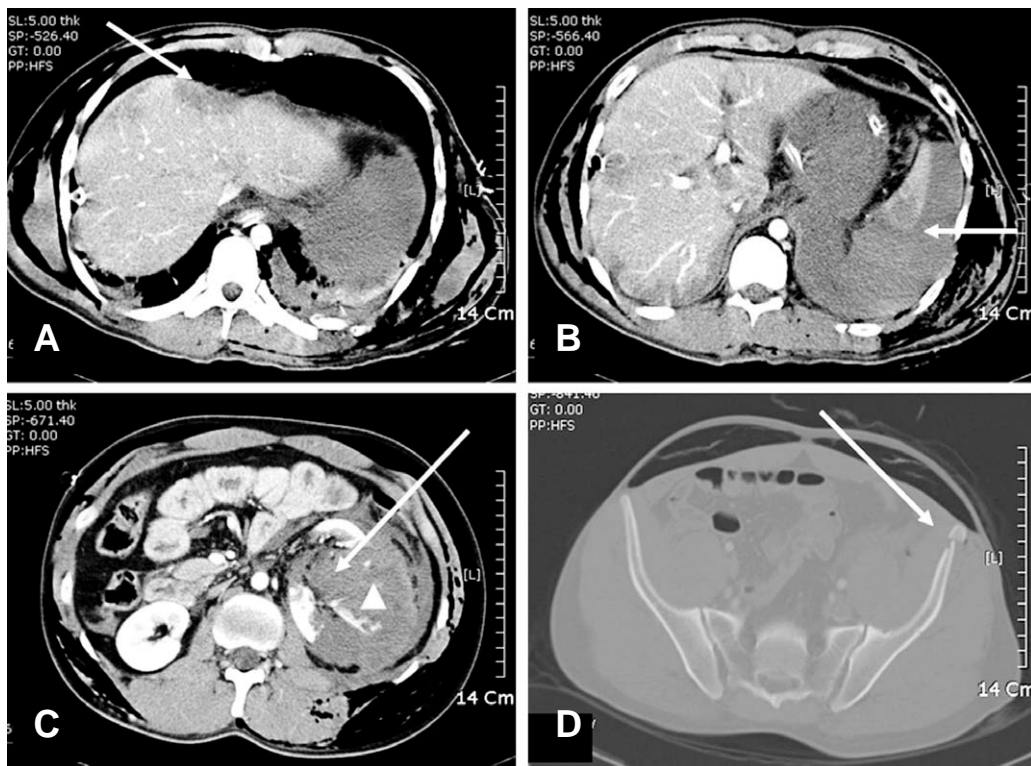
(A) Contrast enhanced abdominal computed tomography scanning of 25-year-old man who was injured by fall down, show hepatic subcapsular hematoma of grade I, (B) segmental lacerated spleen of grade V, (C) completely shattered kidney with contrast extravasation (head arrow) of grade V. (D) and iliac crest fracture of lateral compression type II.
